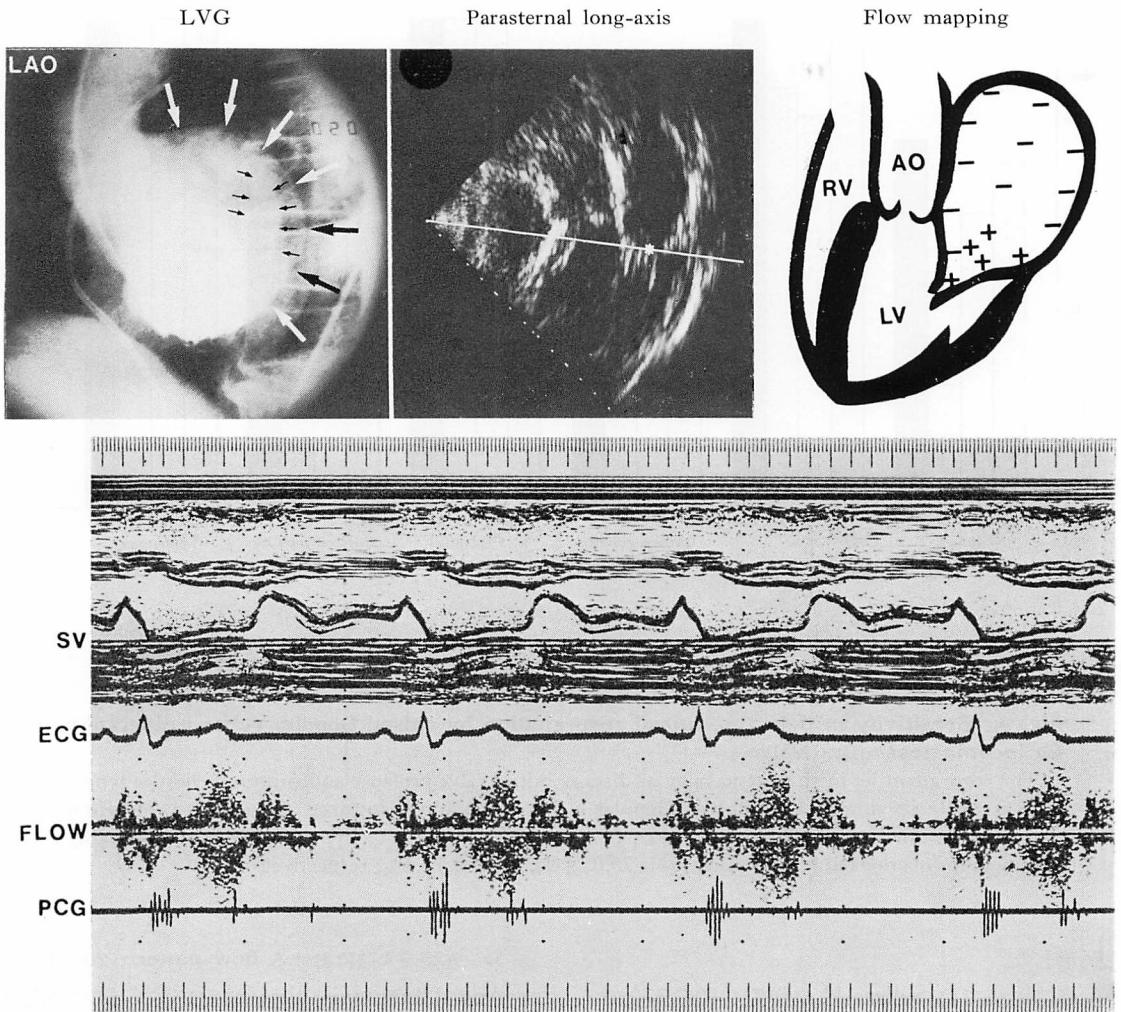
Flow mapping of mitral regurgitation on the parasternal long-axis view.
